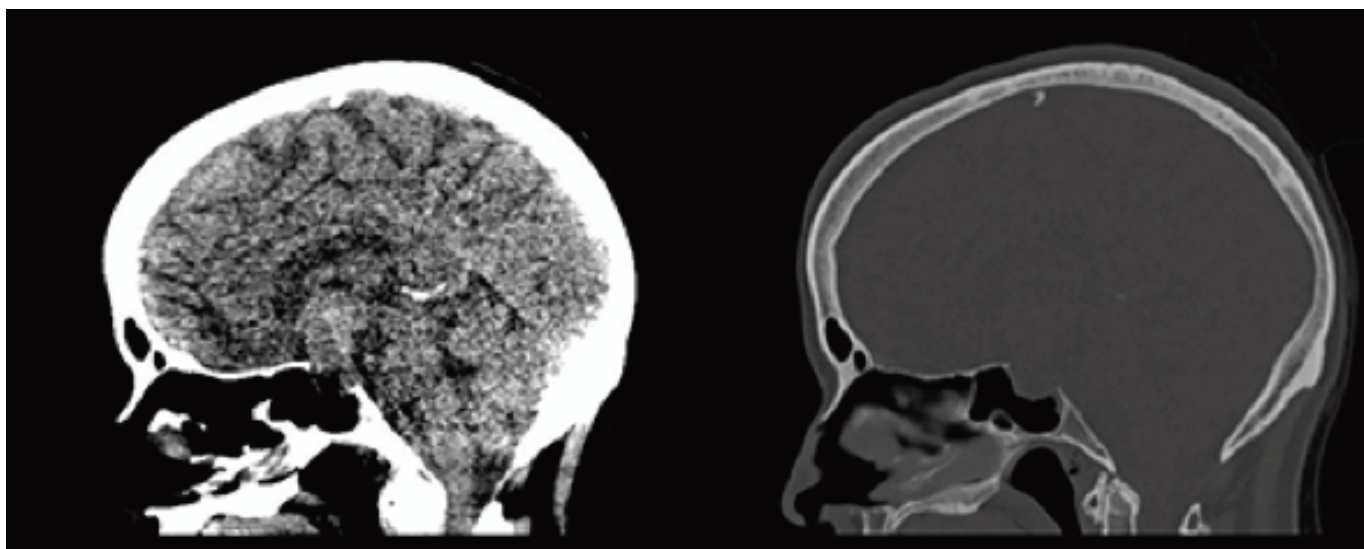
На КТ головного мозга без контрастирования макроаденома гипофиза с супраселлярным ростом смешанной плотности с расширением турецкого седла и эрозией спинки турецкого седла.
